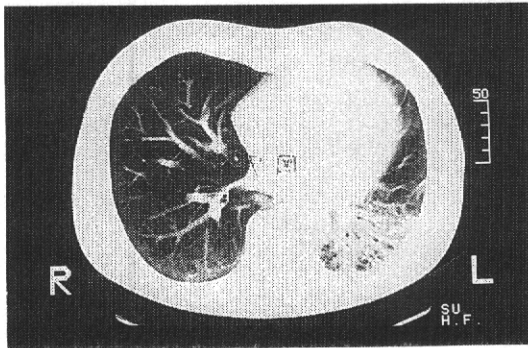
(症例3)胸部CT；左下葉の気管周囲の壁肥厚とスリガラス状変化を認める。
